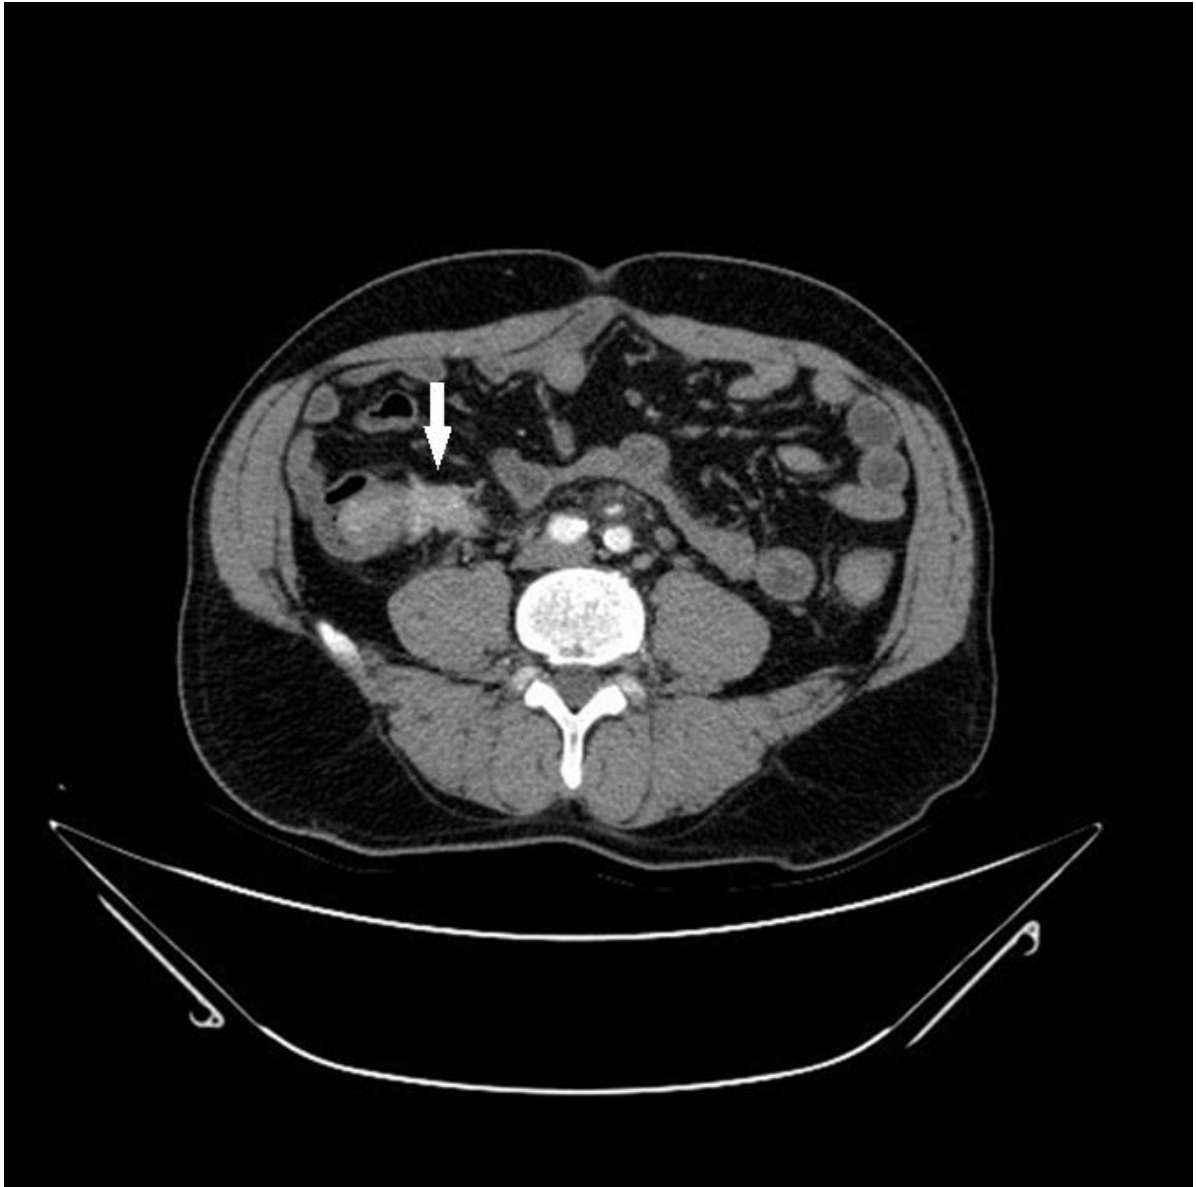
24.3b: TC no plano axial e coronal. Em A, observa-se lesão de íleo com importante realce ao meio de contraste endovenoso, associada à massa espiculada no mesentério. Em B, observa-se que a massa espiculada causa retração de alça intestinal.
